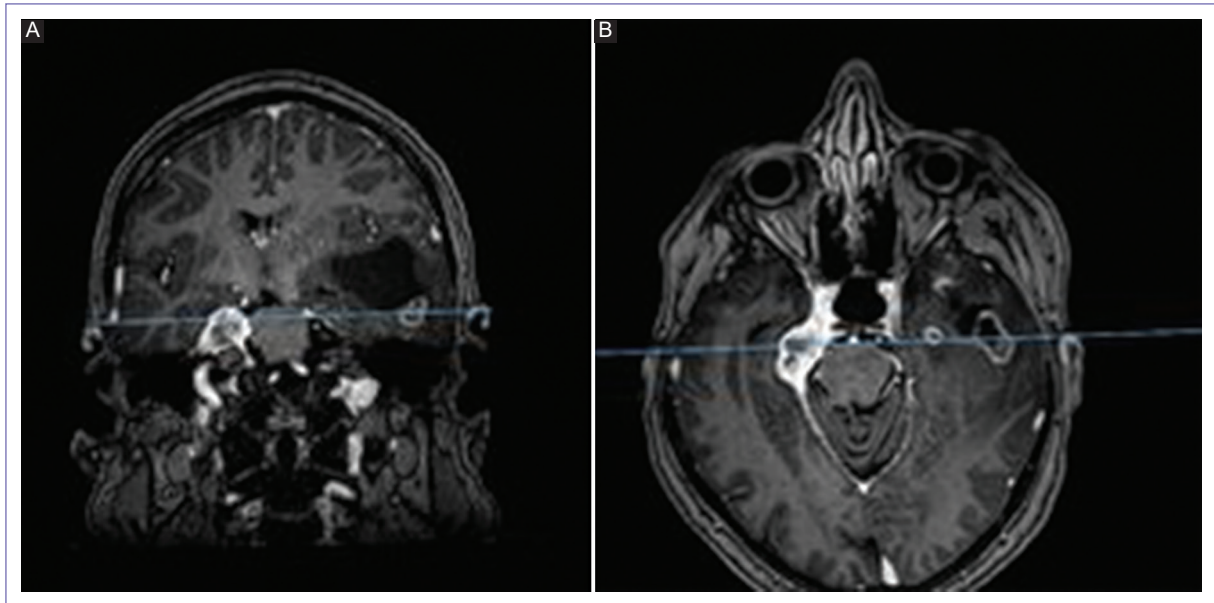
Resonancia magnética contrastada en la cual se aprecia lesión temporal glial izquierda (A) y meningioma tentorial derecho (B).
